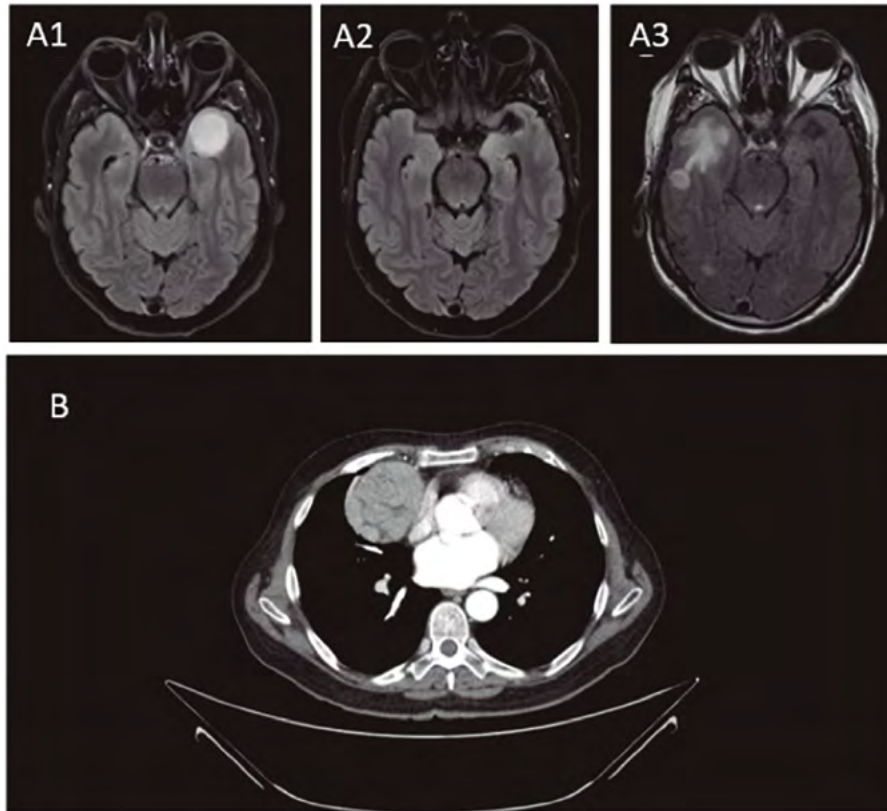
1A: RM cerebral, secuencia FLAIR. A1) previo al inicio de tratamiento con corticoides, A2) tras inicio de tratamiento, A3) tras descenso de pauta corticoides. 1B: TAC toraco abdominal con masa mediastínica.
